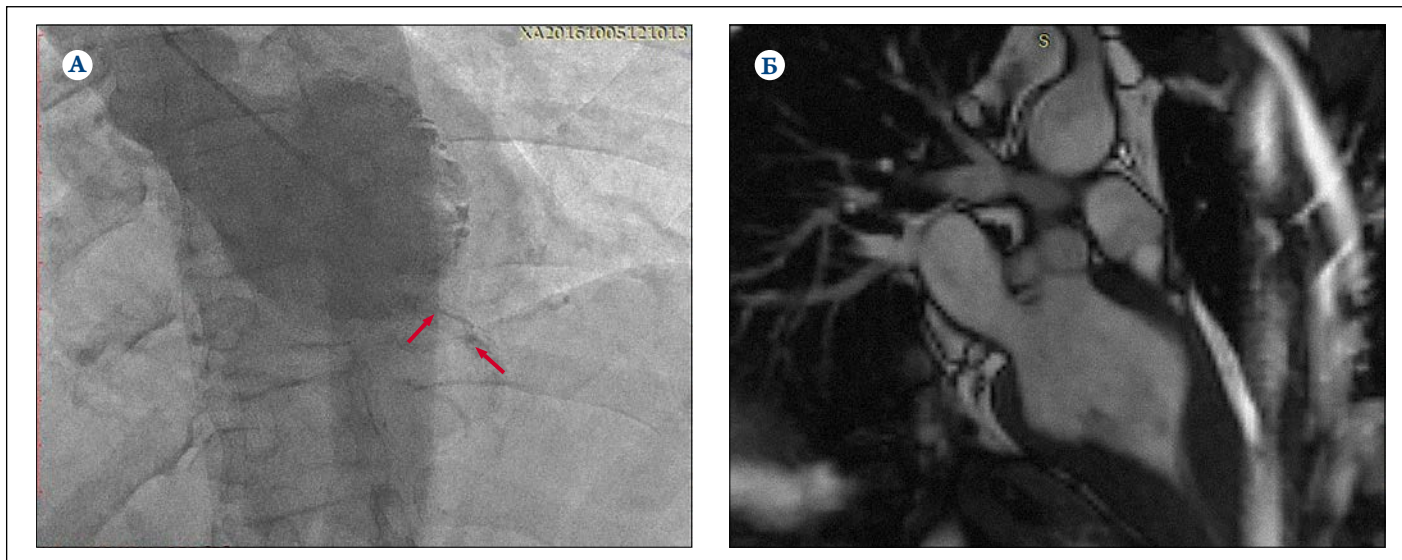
Вентрикулография ЛЖ (А) с демонстрацией облитерации нижней трети полости ЛЖ (красные стрелки); МРТ сердца (Б) с демонстрацией гипертрофии миокарда средних и апикальных отделов с облитерацией нижней трети полости ЛЖ.
